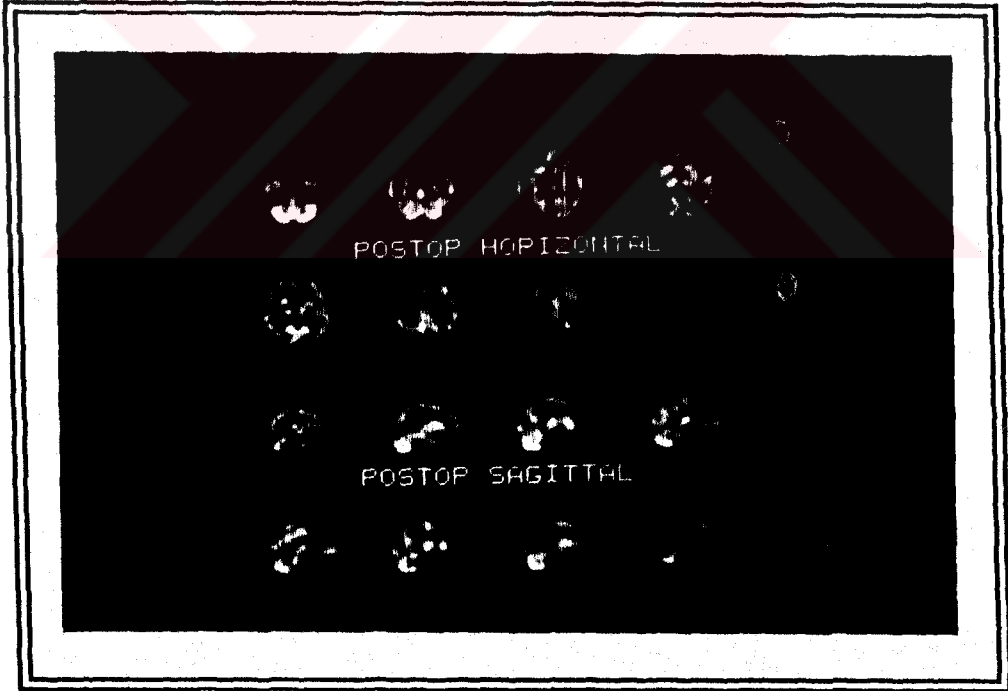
KABG sonrası kognitif yetilerde bozulma ve depresif mizaç gelişen 57 yaşındaki erkek hastaya ait Tc 99m HMPAO[®] beyin SPECT görüntüleri: A.Operasyon öncesi, B.Operasyon sonrası horizontal ve sagittal kesitler. Operasyon sonrası frontal kortekste hipoperfüzyon dikkati çekmektedir.
